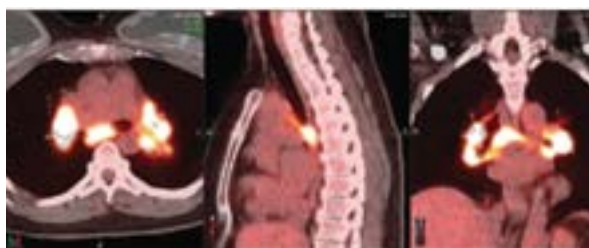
Композитні зображення ПЕТ/КТ, що демонструють кластерне гіперметаболічне вузлове захворювання в середостінні та двосторонні прикореневі ділянки при саркоїдозі [2, 8]
